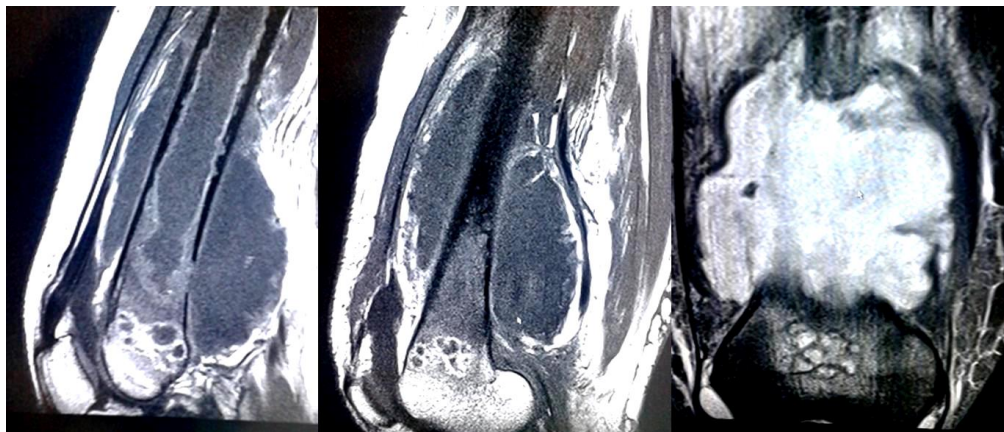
Resonancia magnética nuclear del muslo derecho. Se observa una masa en las partes blandas del tercio distal del muslo, que invade el canal medular, con múltiples osteolisis y signos de periostitis.
